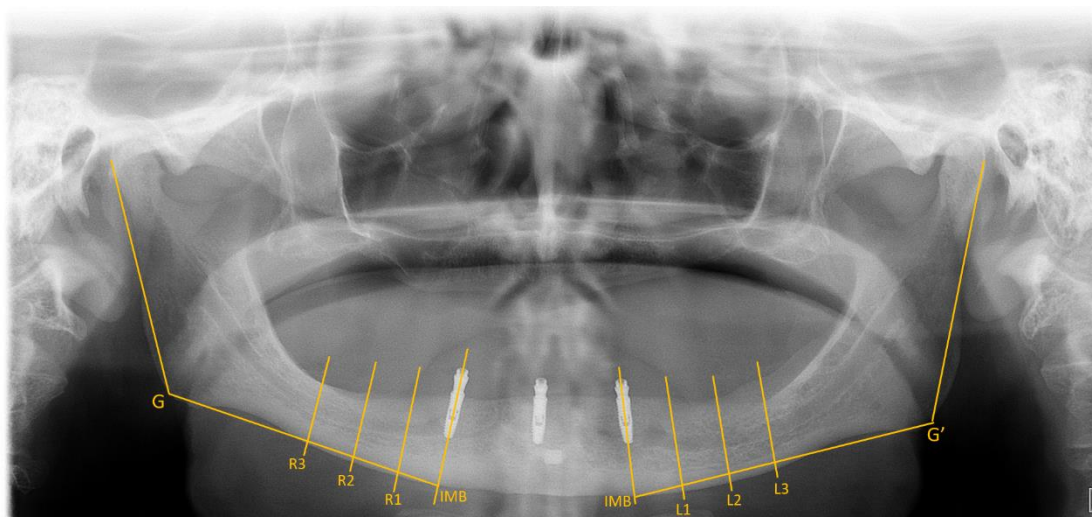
Demonstração dos traçados da técnica de avaliação da reabsorção do rebordo residual posterior e anterior da mandíbula em radiografia panorâmica. Linhas de base traçada entre o ponto de fixação IMB (interseção do eixo do implante com borda inferior da mandíbula) e o ponto de fixação G' (ponto de ângulo gônio); locais de medição indicados com L1–3, R1–3, de acordo com a metodologia proposta por Kremer et al.(2016).
